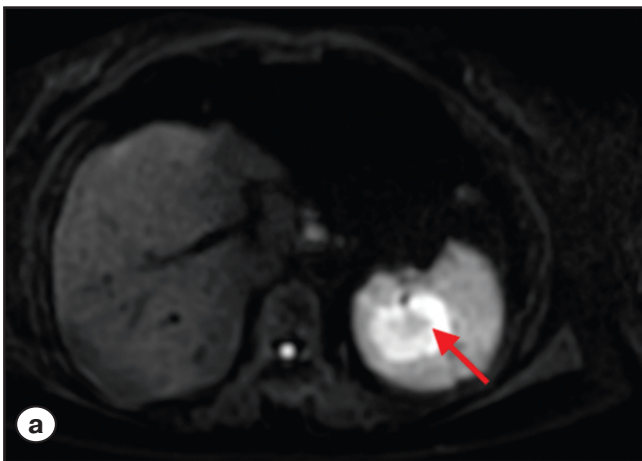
МРТ-изображения очагового образования в селезенке (указано красными стрелками) в режиме DWI:
